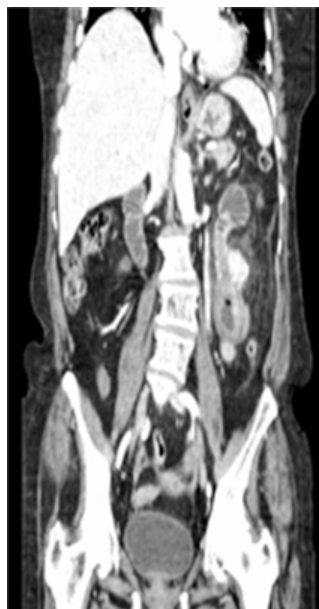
Imagem de TAC (corte sagital)
